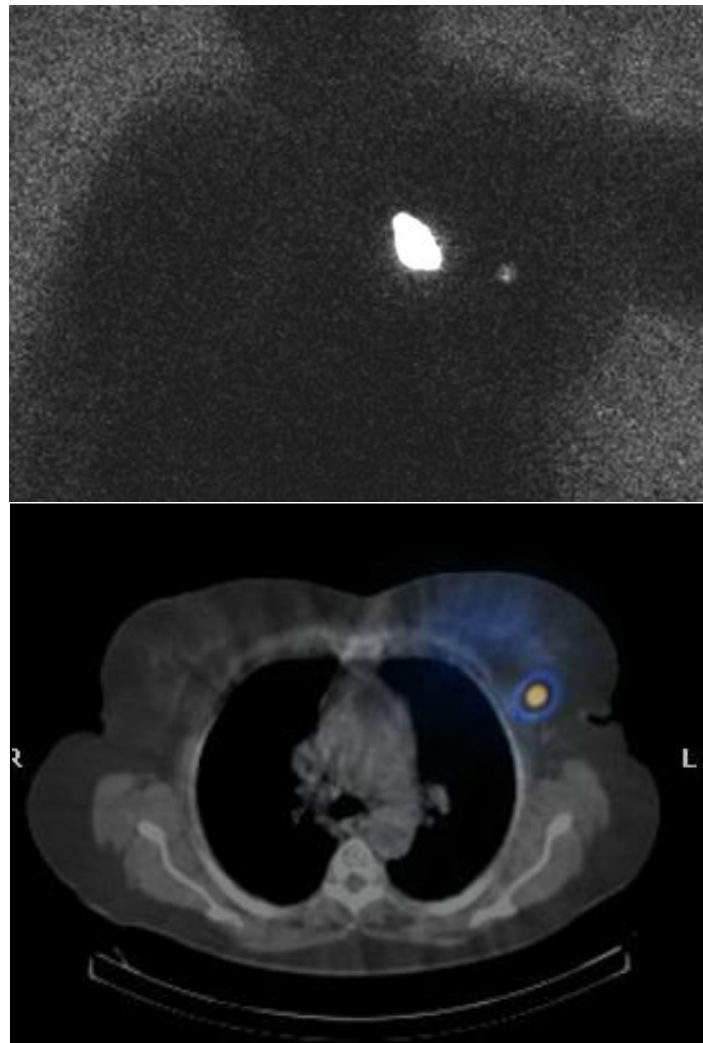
GC en axila izquierda. Gammagrafía y SPECT/TC.
